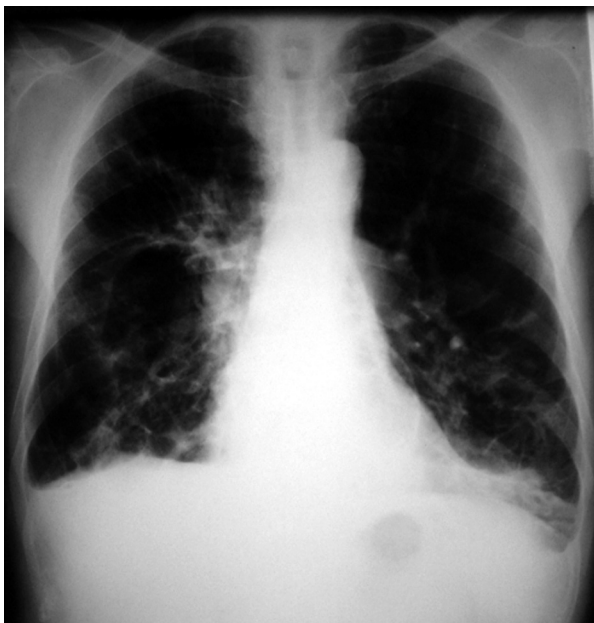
Rozstrzenie oskrzeli (RTG klatki piersiowej u omawianego chorego)
